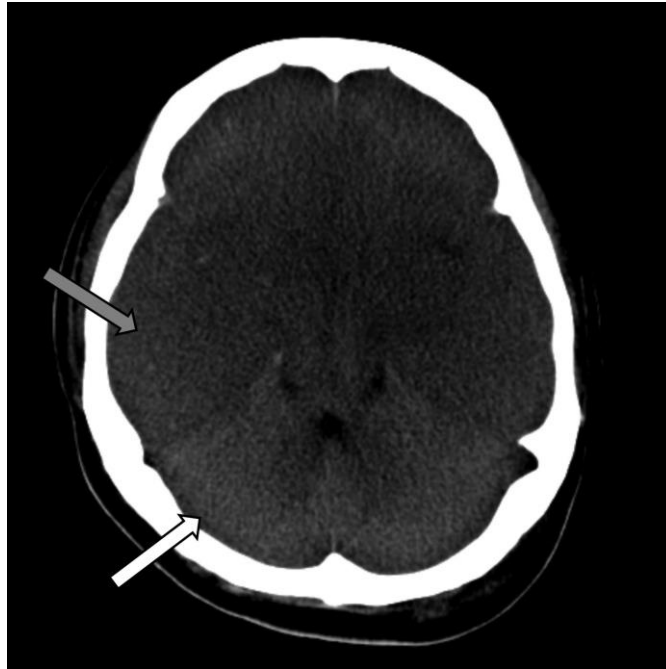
White-cerebellum sign を有した HIE 群症例の死後 CT
